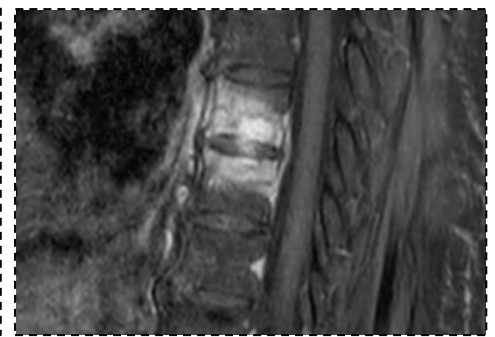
MRI T-spine T1W+Gd
